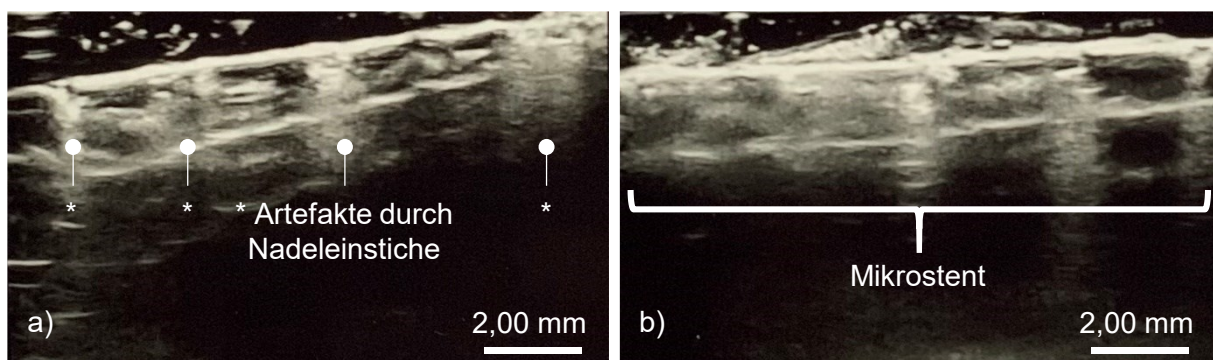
Sonografische Aufnahmen eines Mikrosten-Prototypen der Größe L. a) Abgrenzung der Stentstruktur von Artefakten durch die Nadeleinstiche der Fixierung für die Implantation. b) Bestimmung der Position und Länge des Mikrosten-Prototypen.
